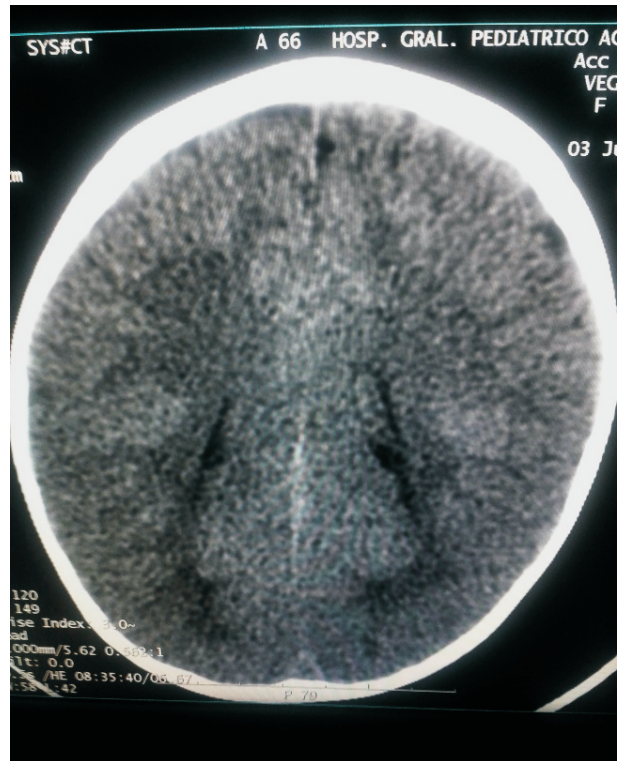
TAC de Cráneo serie axial posterior a la extubación.
